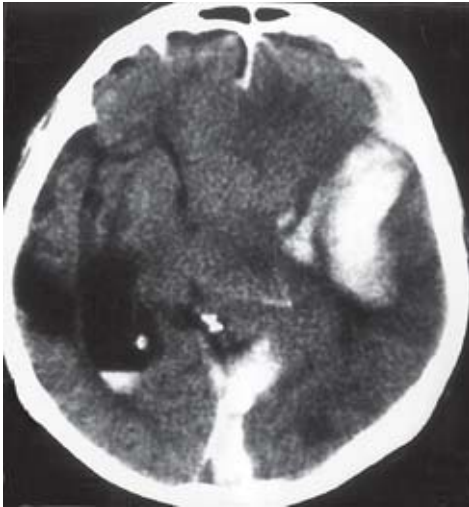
TC mostrando associação de HSDI occipital, contusão temporal e hemorragia intraventricular.
